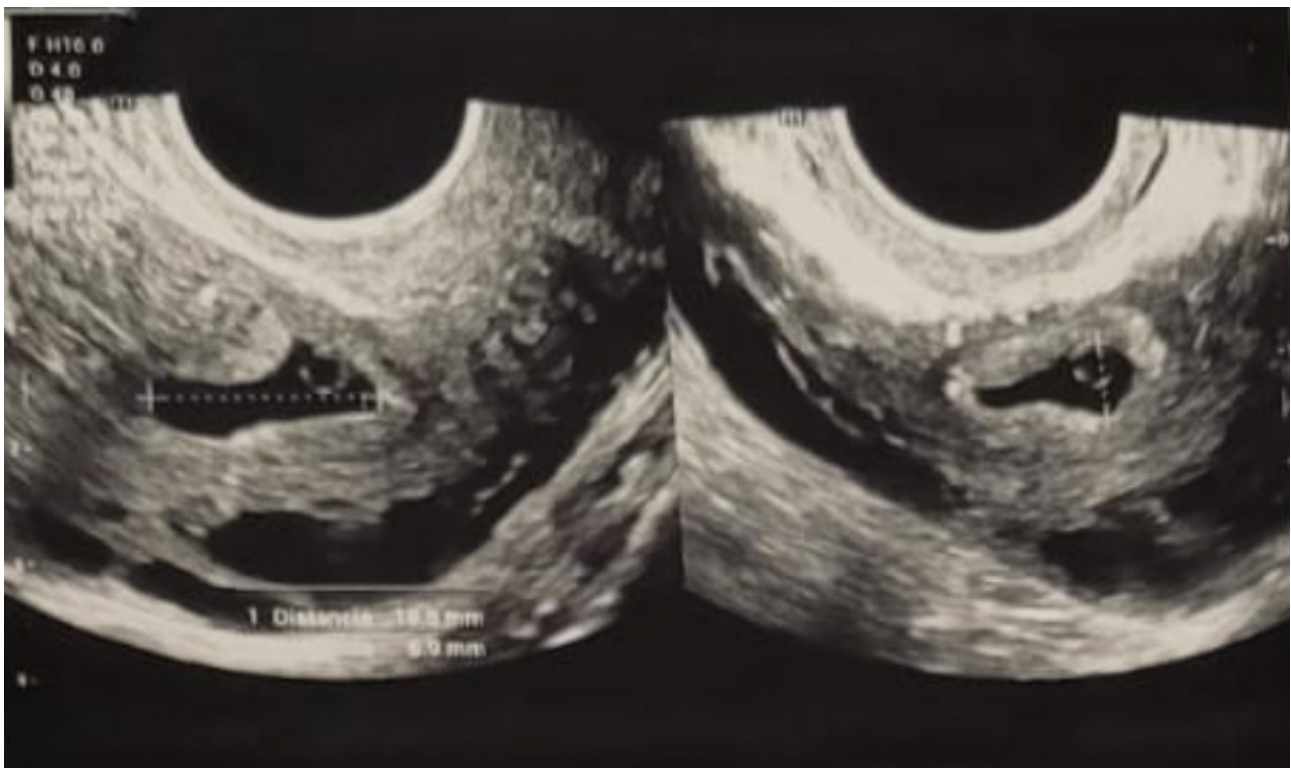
Ecografía transvaginal en escala de grises del útero en el plano sagital muestra un saco gestacional con presencia de vesícula vitelina y ausencia de embrión.
